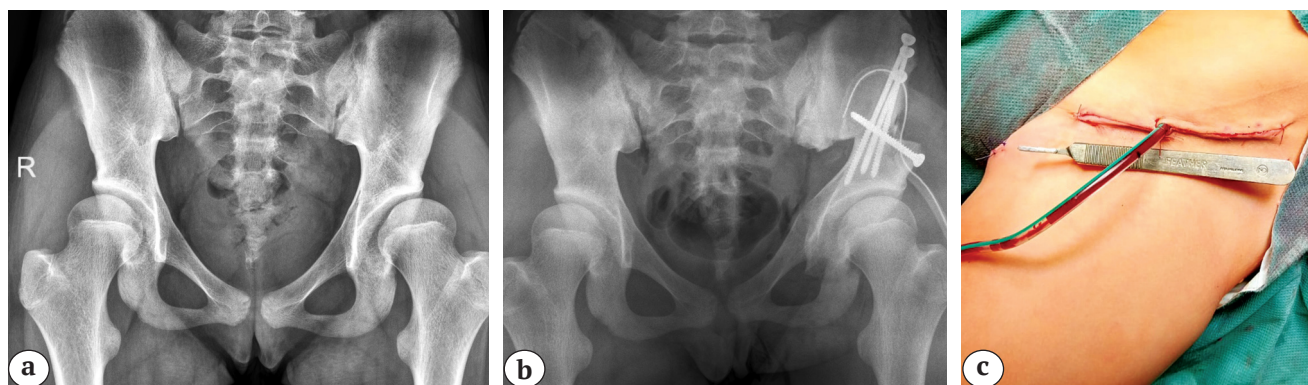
Выполнение тройной остеотомии таза из двух хирургических доступов: а — рентгенограмма пациента 16 лет с дисплазией тазобедренных суставов I степени по Crowe до операции; б — рентгенограмма после восстановления корректных соотношений между тазовым и бедренным компонентами тазобедренного сустава методом реориентирующей тройной остеотомии таза слева; в — вид хирургического доступа после ушивания
